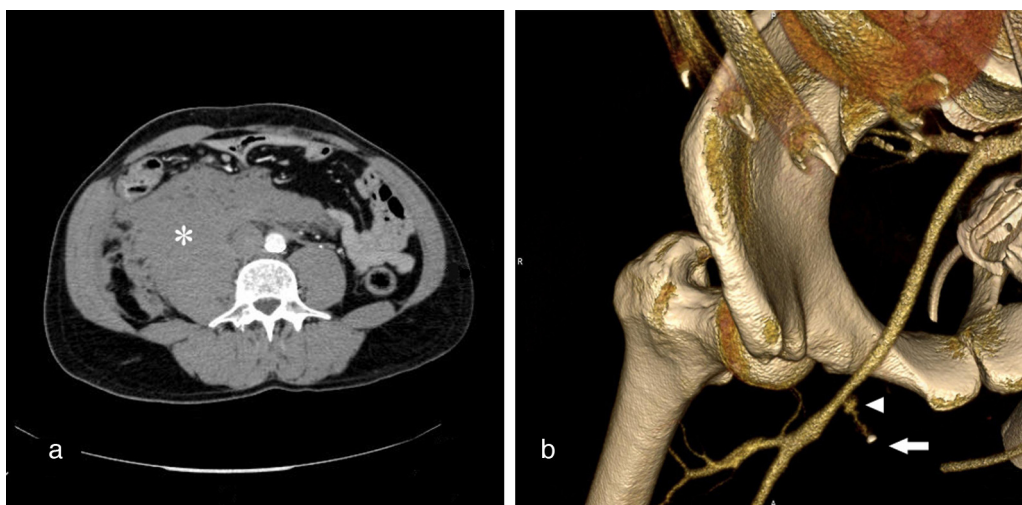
Estudio angio-TC abdomino-pélvico. a) Corte axial en el que se aprecia un hematoma retroperitoneal derecho (asterisco). b) 3D VR donde se evidencia un sangrado del punto de punción en la arteria femoral común derecha (punta de flecha) con StarClose® desplazado al tejido celular subcutáneo (flecha).
